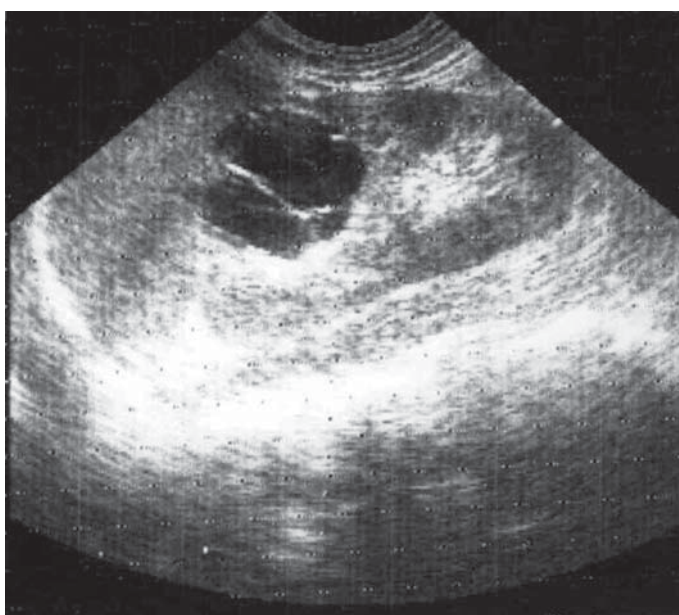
Ecografie. Chist hidatic renal.
